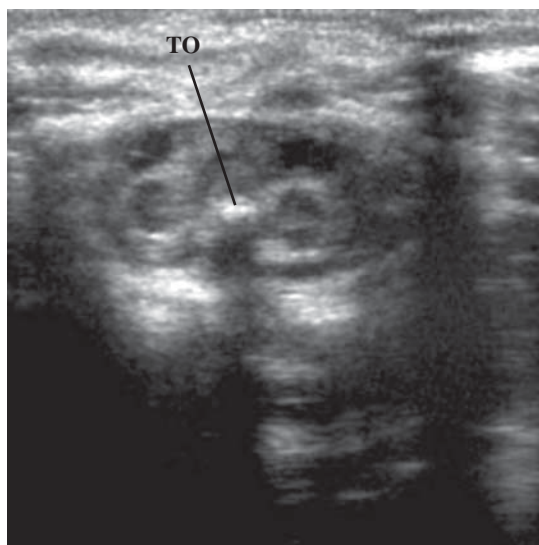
Ecografía espinal y de partes blandas (corte longitudinal) a nivel lumbosacro.
